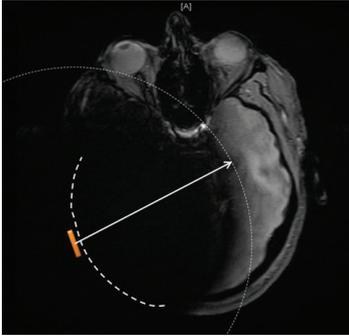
Beispielhaftes MRT-Bild mit eingeschaltetem Implantatmagneten. Eine erhebliche Verschattung und Artefakte sind sichtbar.
